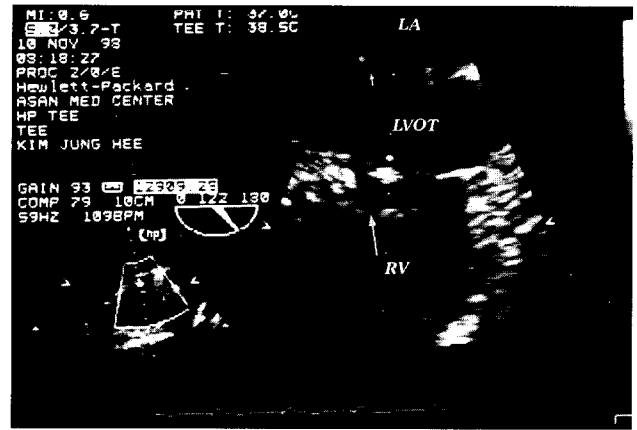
Preoperative transesophageal echocardiogram showing perforation of infundibular septum (long arrow) and medial scallop of mitral valve anterior leaflet (short arrow). LA, left atrium; LVOT, left ventricular outlet track; RV, right ventricle.
